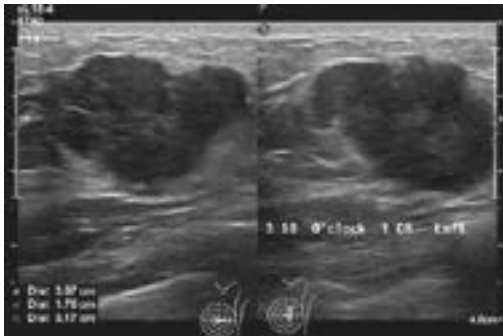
Ultrasound of the left breast revealed a microlobulated, hypoechoic mass in the central outer quadrant, 1 cm from the nipple, highly suspicious for malignancy (BI-RADS 5).
